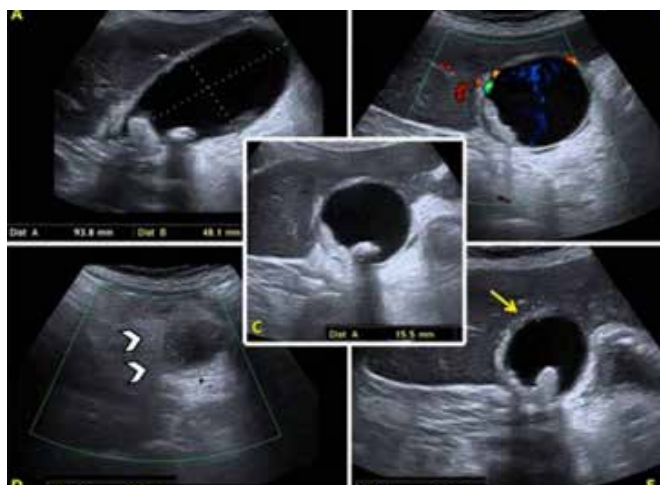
Hallazgos de la ecografía abdominal (A): Distensión vesicular de paredes y diámetro transversal de 4 cm. (B): Aumento de vascularización en cuerpo y fundus en modo Doppler. (C): Colelitiasis en vesícula distendida. (D): Hiperecogenicidad de la grasa perivesicular (cabezas de flecha). (E): Engrosamiento parietal
